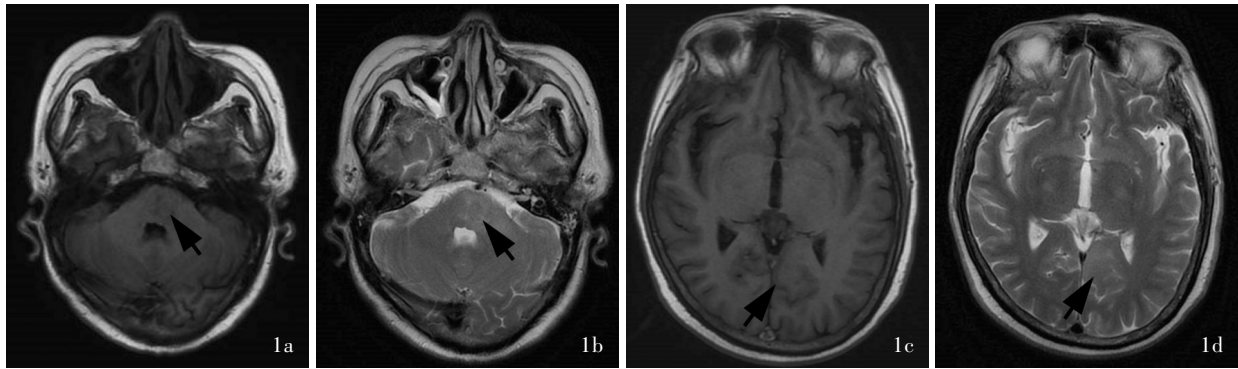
例6头部MRI检查所见 1a 横断面T₁WI显示脑桥及左侧桥臂片状稍低信号影(箭头所示) 1b 横断面T₂WI显示脑桥及左侧桥臂片状稍高信号影(箭头所示) 1c 横断面T₁WI显示左侧枕叶片状稍低信号影(箭头所示) 1d 横断面T₂WI显示左侧枕叶片状稍高信号影(箭头所示)
